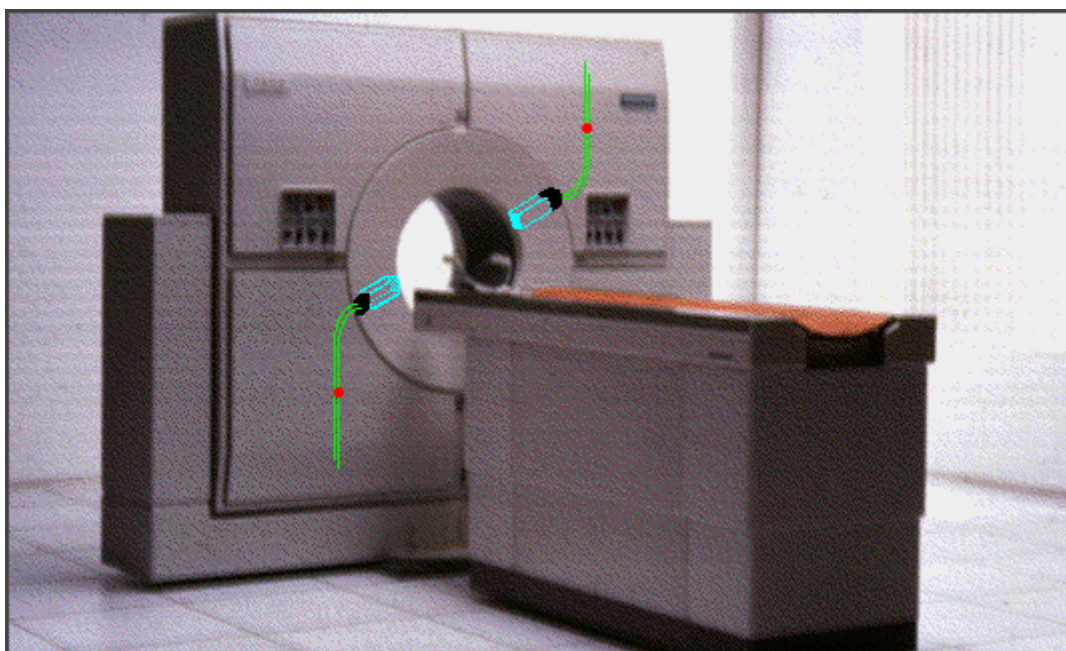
Внешний вид позитронно-электронного томографа
